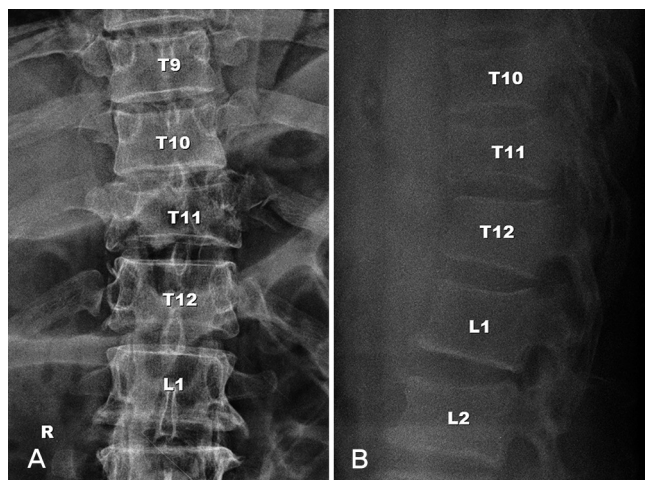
(A, B) Plain radiograph of D-L spine AP and Lateral. Showing T11 body and left pedicle, L2 body fracture
